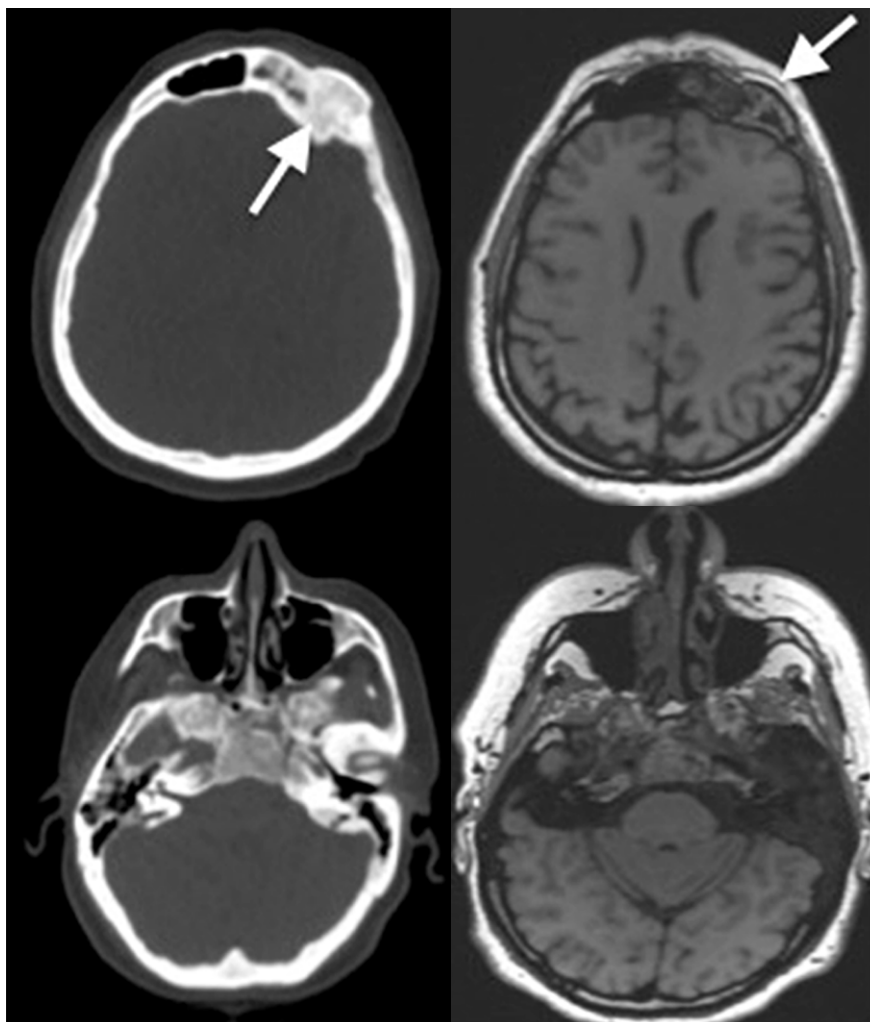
Пациентка Щ. МСКТ, аксиальная плоскость. Полиоссальная форма фиброзной дисплазии. Уплотнение структуры левых отделов лобной кости и клиновидной кости.
